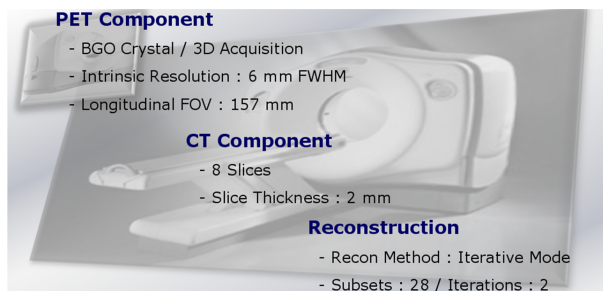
Discovery SPECT/CT was used. In PET component, it acquired as a 3D mode. Intrinsic resolution was 6.0 mm FWHM and DFOV was 70.0 mm and overlapping per bed was 9 slices. CT component used 8 slices using 2 mm thickness. It took iterative mode as a reconstruction method having 28 subsets and 2 iterations.
